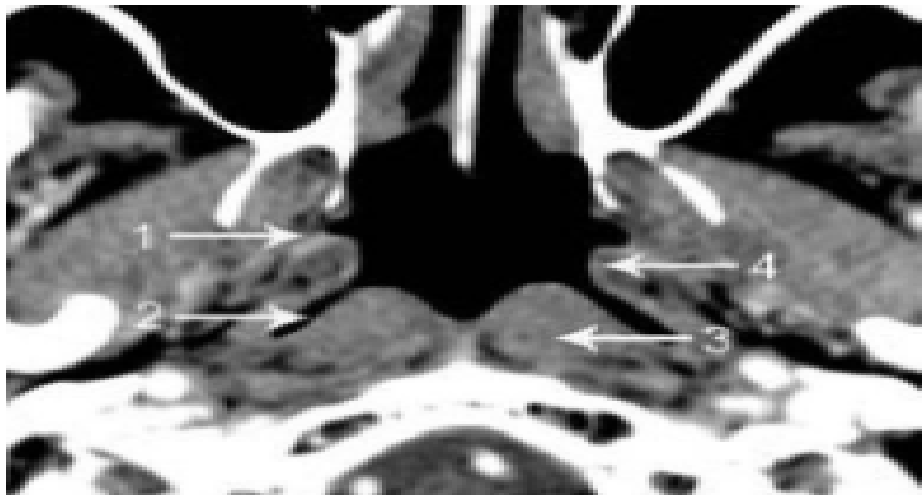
Aspect normal du cavum au scanner.TDM, coupe axiale après injection de produit de contraste.
